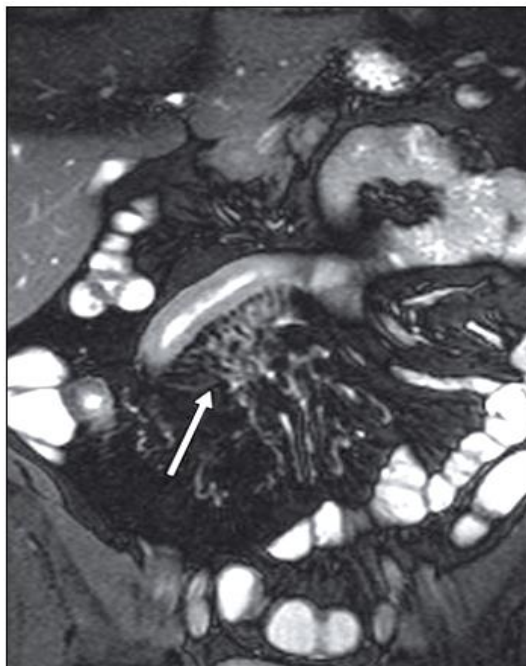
Enteroressonância indicando ingurgitamento da vascularização mesentérica ao redor do íleo distal inflamado formando o sinal do pente.
